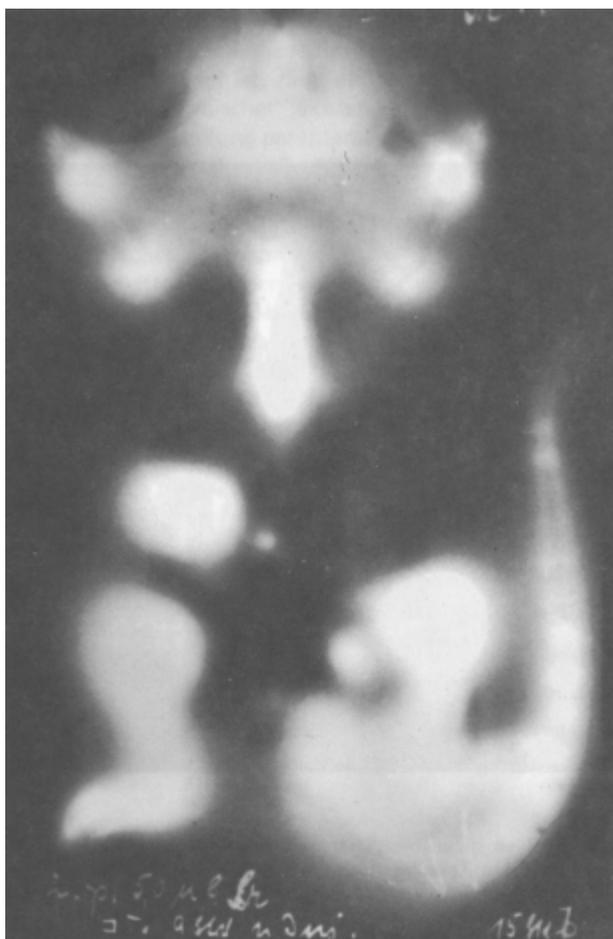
^{90}Sr 9 Stunden nach Inkorporation (Mäuseversuche, i.p. Applikation). Makroautoradiographien (hell = abgelagertes Strontium).
